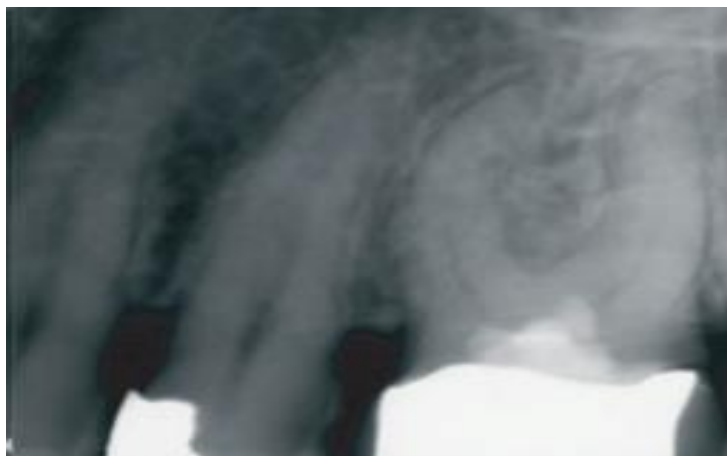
à 24 mois, la dent était asymptomatique, et aucun signe de maladie périapicale n'était visible sur les radiographies ^[5]
